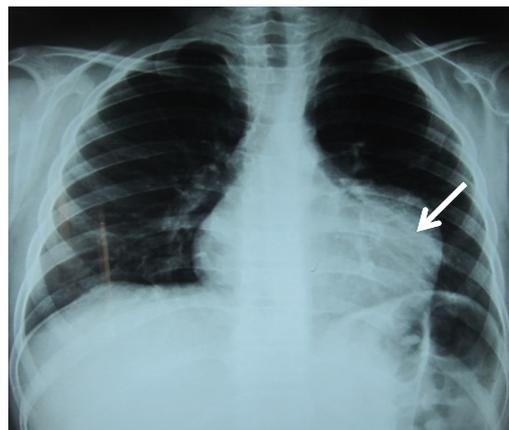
Radiographie thoracique de face montrant un kyste hydatique cardiaque de la paroi libre du VG.
